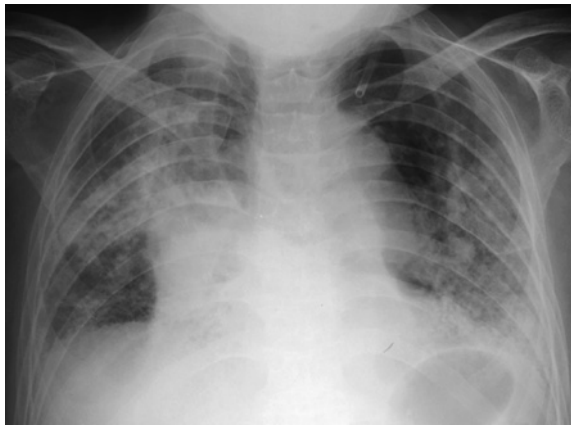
Chest X-ray film on the current admission demonstrating diffuse interstitial shadows and marked enlargement of the right atrium and bilateral pulmonary arteries.
